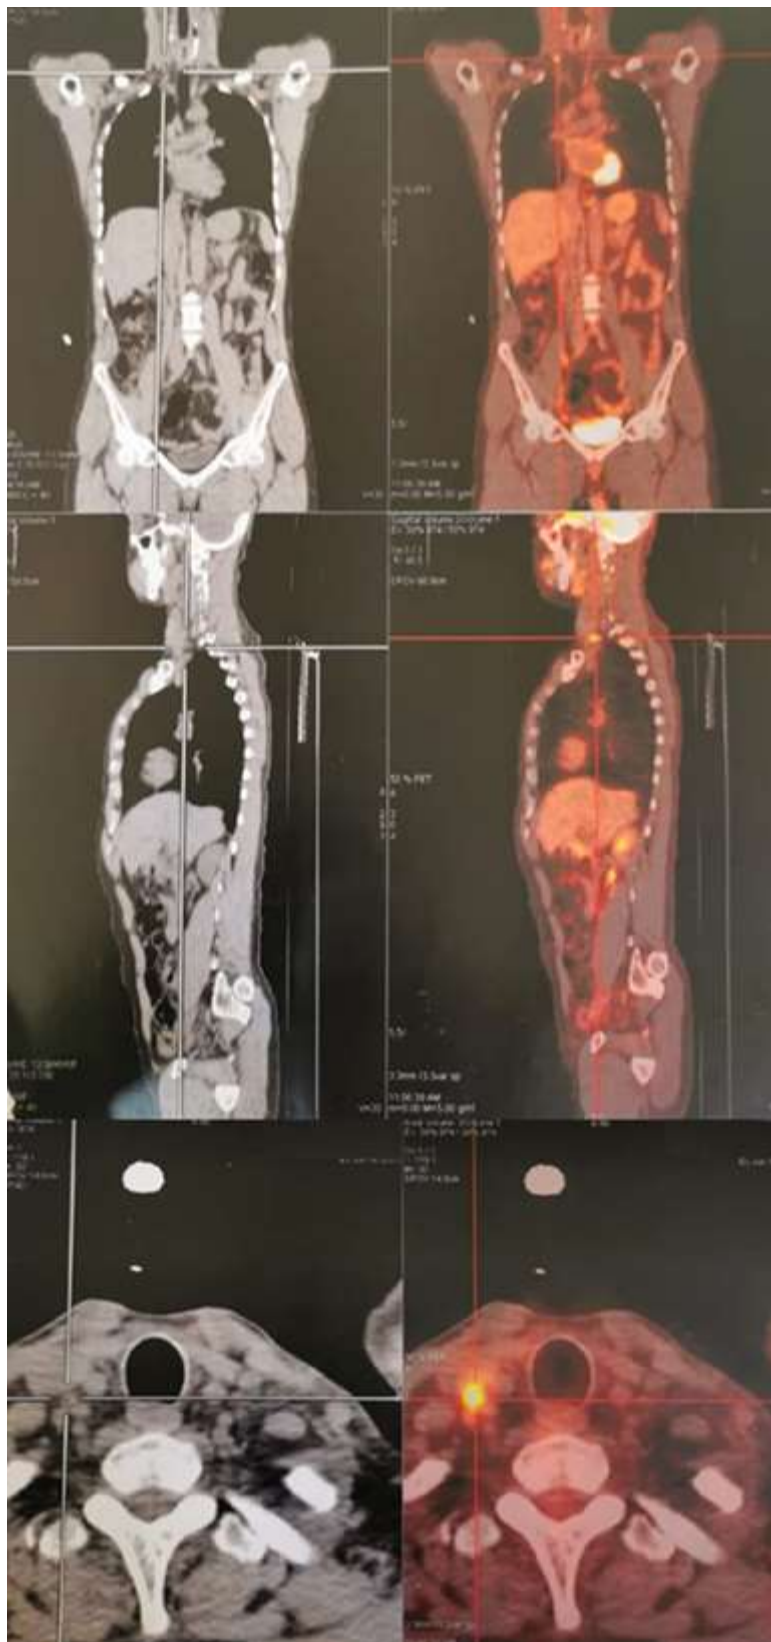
TEP au ^{18}F -FDG montrant un hypermétabolisme ganglionnaire pathologique jugulo-carotidien droit
